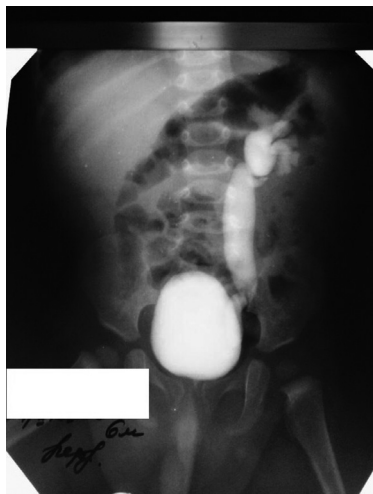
Микционная цистография после заполнения мочевого пузыря рентгеноконтрастным
